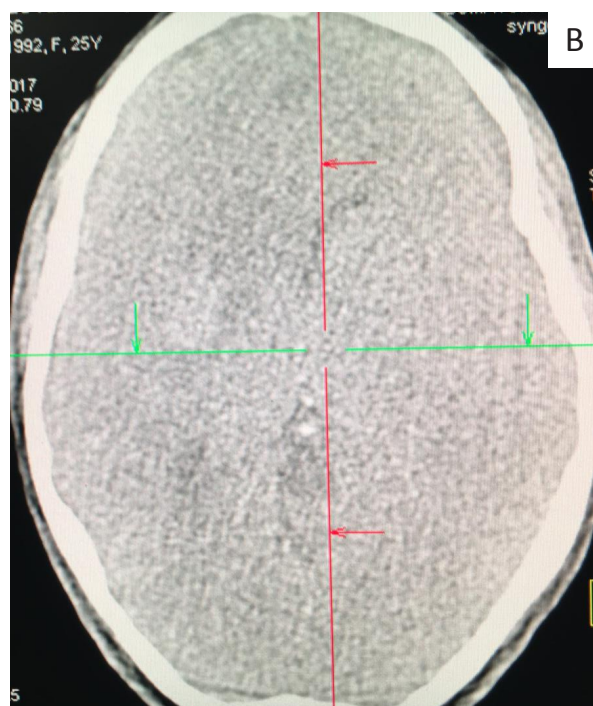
Стентирование правой внутренней сонной артерии (А), восстановление центрального кровотока через 5 ч 40 мин; контрольное исследование: МСКТ-ангиография брахиоцефальных артерий через 1 сут после вмешательства 05.12.17 г. На границе C₁–C₂ сегментов правой внутренней сонной артерии определяется стент (А), паравазально в месте выявленной диссекции визуализируется незначительное количество контрастного вещества. По сравнению с исследованием от 04.12.17 г. (рис. 1а) размеры ишемического очага без динамики ($4,5 \times 2,0$ см) (В).
